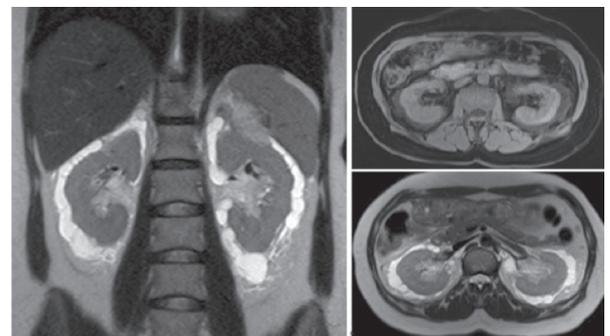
IRM abdominale en séquence coronale T2, axial T1 et T2
